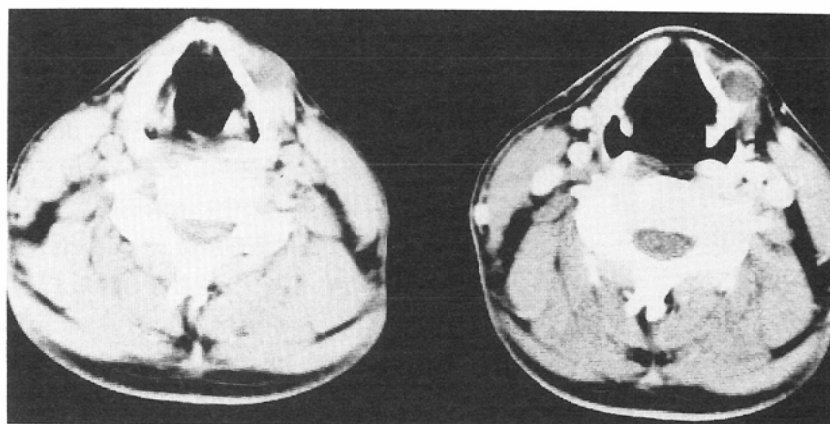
Non-contrast CT scan shows a low density mass to the left of the midline (A).
